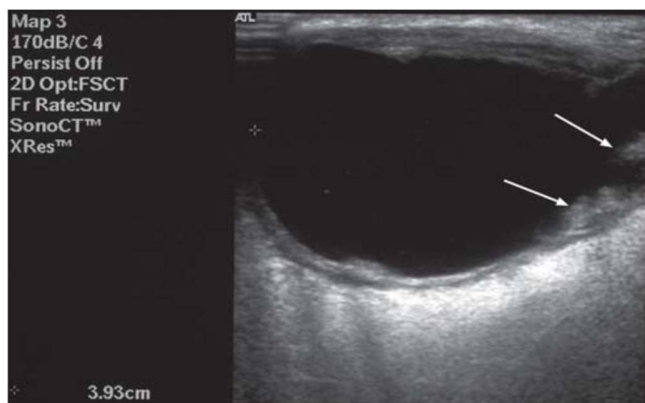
Image échographique longitudinale d'une lésion kystique dans la parotide superficielle. Carcinome muco-épidermoïde bien différencié. Présence d'une capsule épaisse (flèches blanches), qui ne serait pas vue dans un kyste simple et devrait alerter de la nature néoplasique de la lésion ⁽²⁴⁾.
